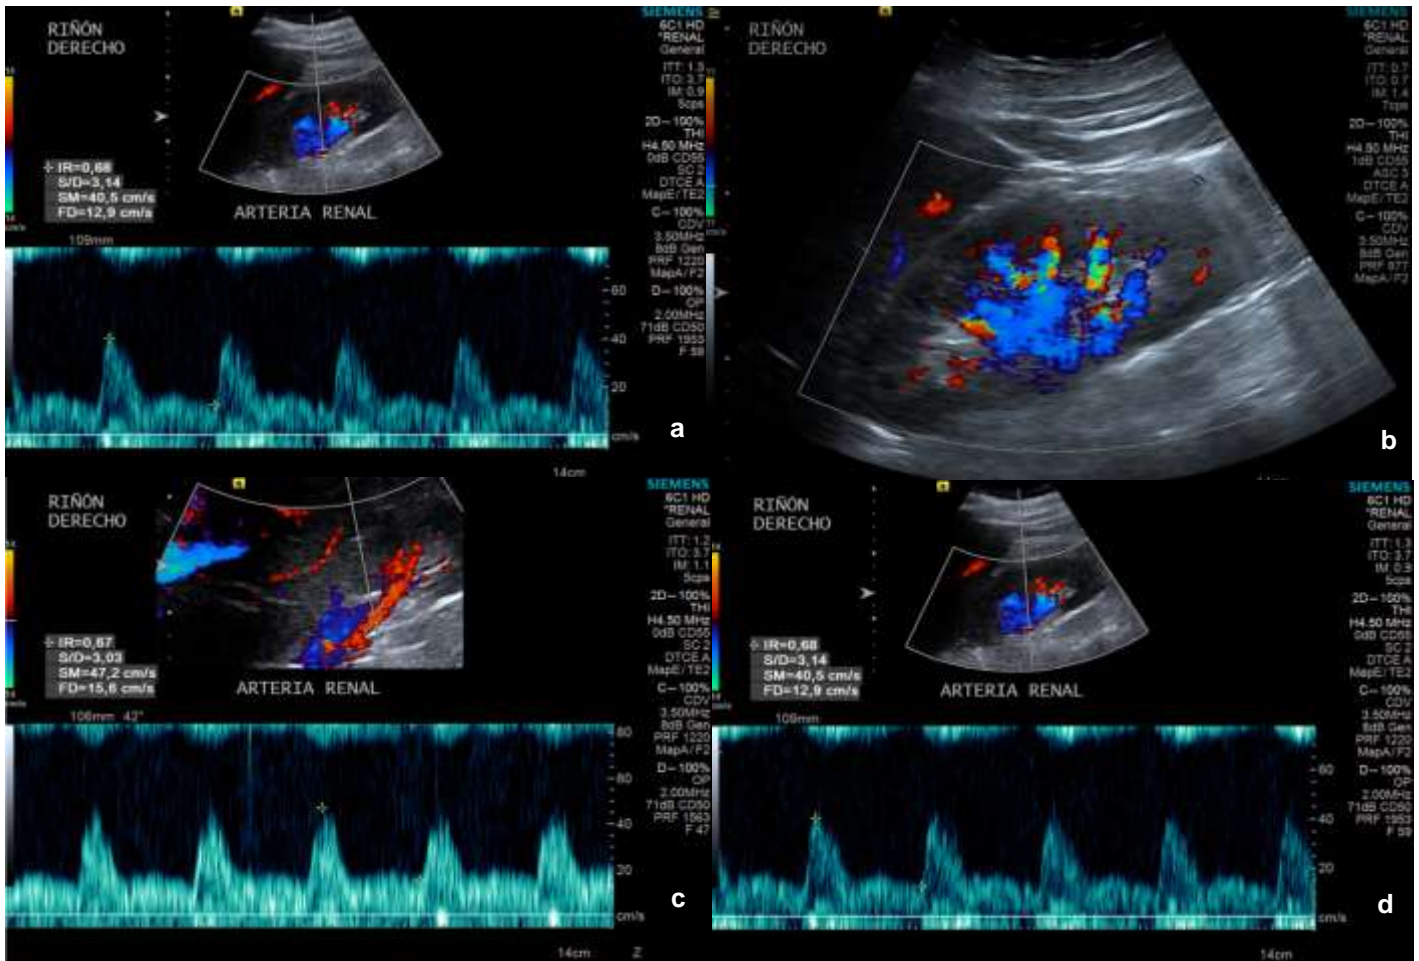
USG Doppler pulsado de riñones nativos en hombre de 40 años con sepsis por tejidos blandos (SOFA 2) sin desarrollo de LRA. Con CrS de 0.80 mg/dL al momento de diagnóstico. a. morfología conservada. b. VIR grado 3. c. modalidad pulsado con IRRc de 0.56 d. USG de control a los 2 días, posterior a reporte de CrS de 1.10 mg/dL, con IRRc de 0.68 (*correlación lineal*).
